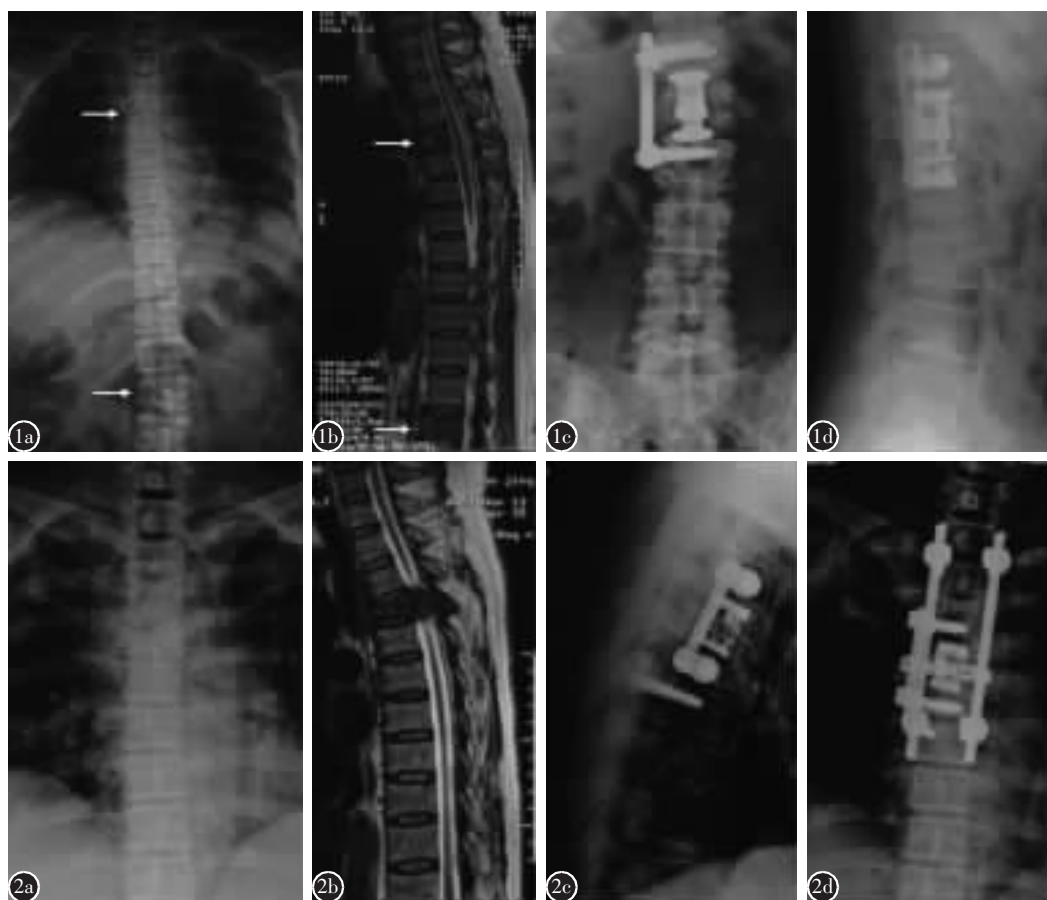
患者女性, 52 岁, T4 及 L1 椎体软骨肉瘤 a、b 术前 X 线片、MRI 显示肿瘤破坏 T4 及 L1 椎体, L1 椎体明显塌陷 c、d L1 椎体切除、人工椎体置入内固定术后 3 个月 X 线片显示人工椎体及钢板位置良好 图 2 图 1 患者于 L1 椎体肿瘤切除术后 12 个月 a、b X 线片、MRI 显示 T4 椎体及附件破坏、脊髓受压 c、d T4 全椎体切除、人工椎体置入内固定术后 X 线片示人工椎体、前路钉棒及后路经椎弓根内固定系统位置良好
